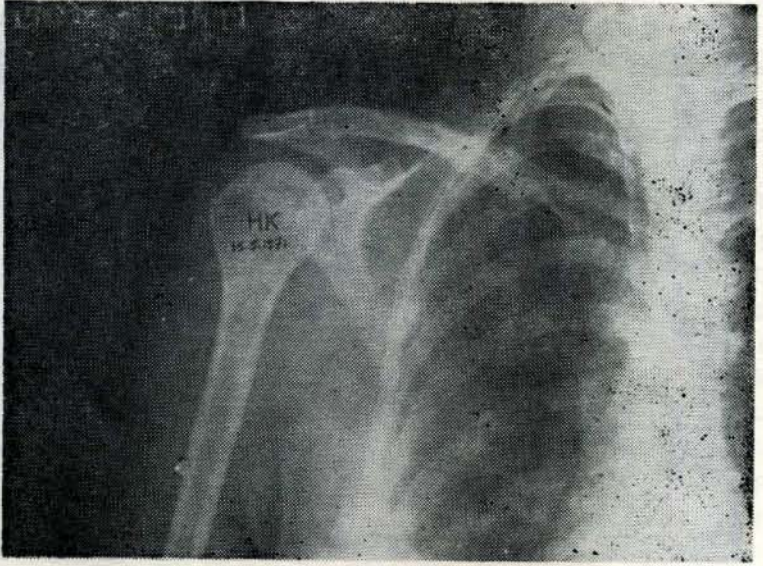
b: (Erken postop grafisi)
